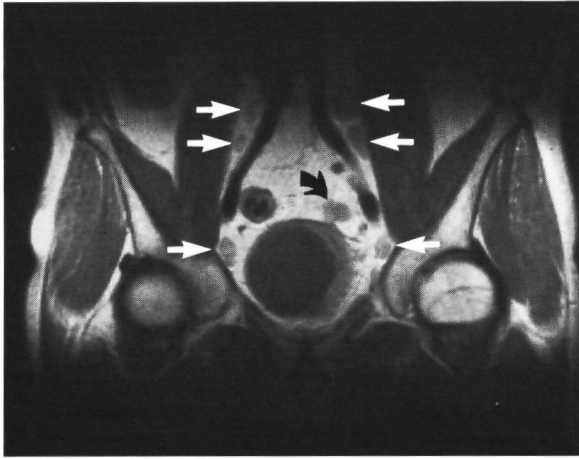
Op de coronale MRI-opname (0,5 T; SE/2000/30/2) zijn de grijze pathologisch vergrote lymfklieren (pijlen) duidelijk te onderscheiden van de signaalarme Aa. iliaca. Differentiatie tussen darm (gebogen pijl) en klier is moeilijk.
